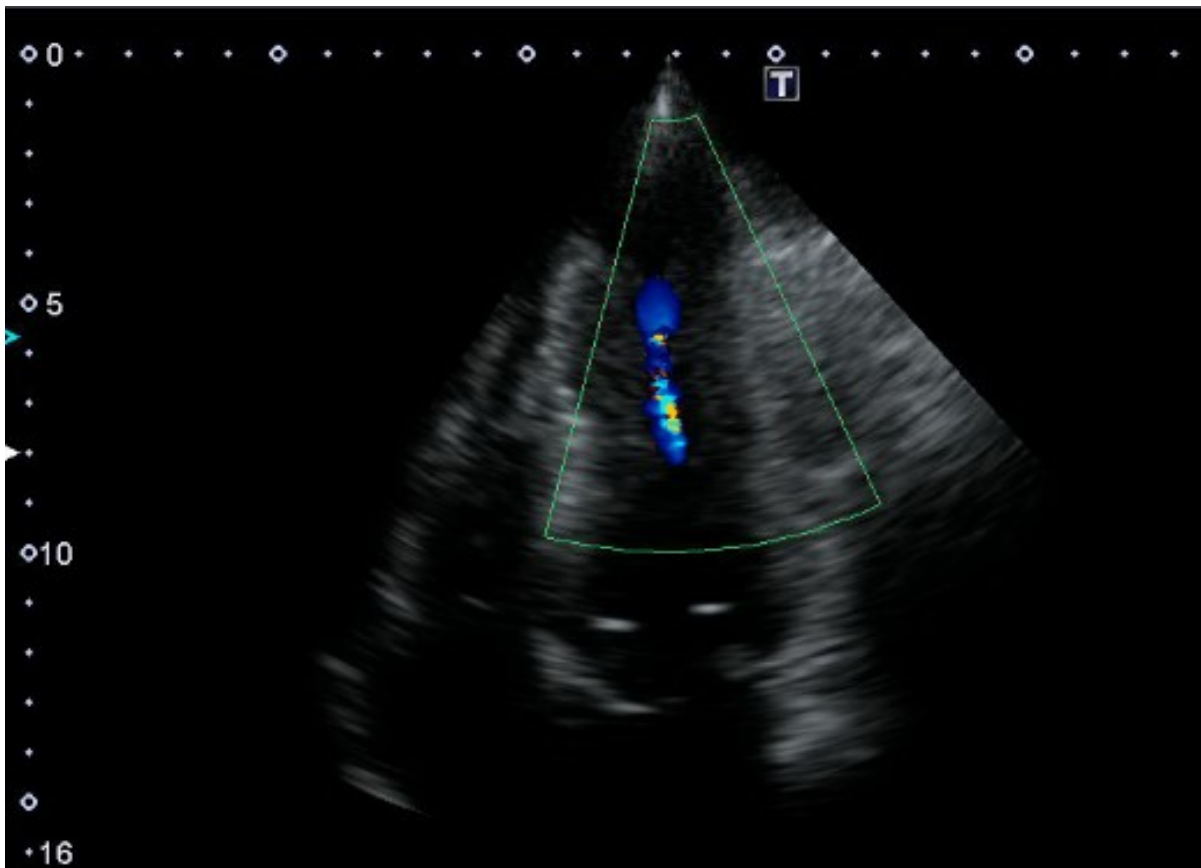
心尖部 4 腔室彩色都卜勒心臟超音波顯示左心室收縮期有左心室中部血流加速現象。
